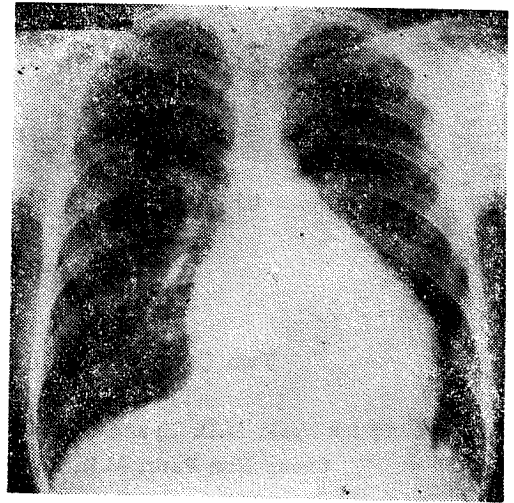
Chest X-ray film (P-A view) of case 1, showing cardiomegaly of moderate degree and redistribution of pulmonary blood flow.
